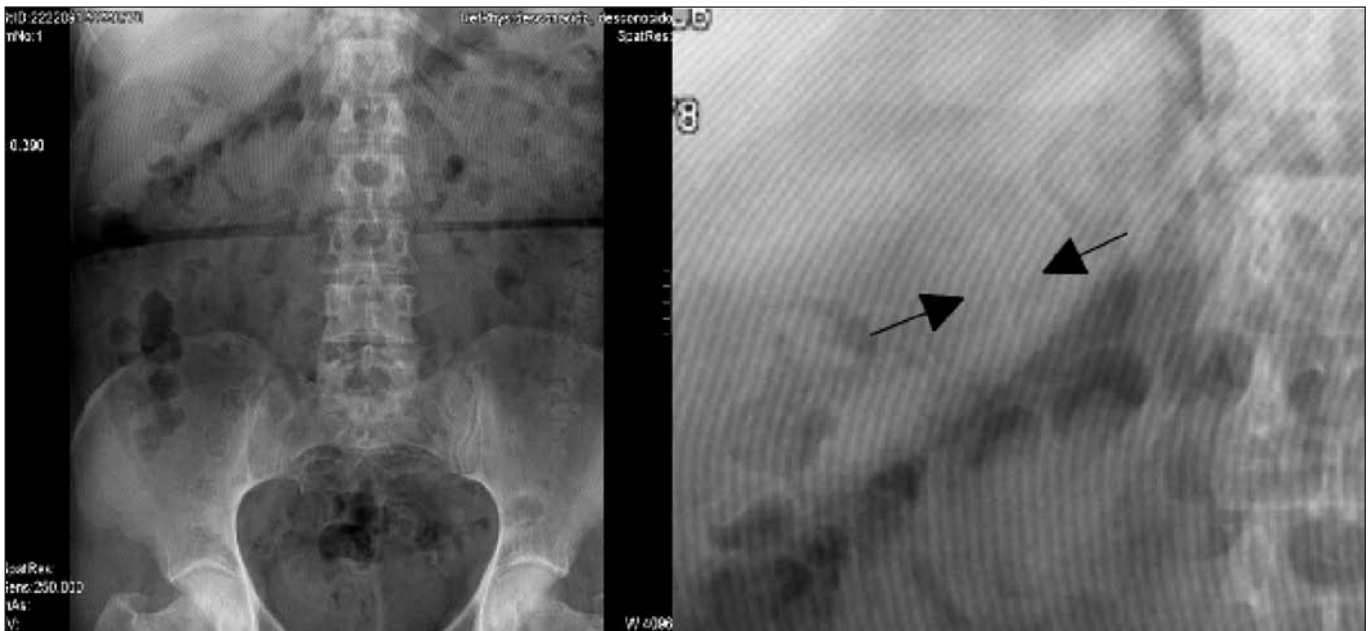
Radiografía simple de abdomen donde se advierte la presencia del cuerpo extraño en cuadrante superior derecho. En un primer momento la imagen pasó inadvertida.
